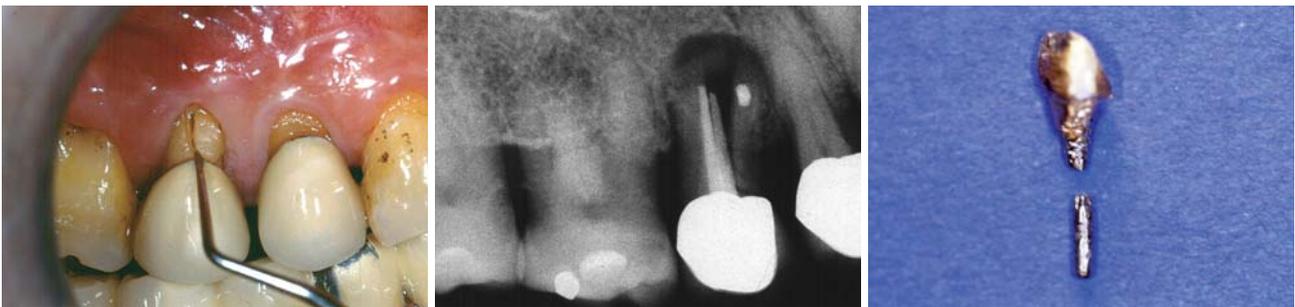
Es ist passiert. Sowohl klinisch ... – Abb. 2: ... als auch röntgenologisch steht es fest: Der Zahn hat eine Längsfraktur, er wurde durch den Stiftaufbau, „gesprengt“. – Abb. 3: Auch nicht besser: Stiftfraktur. Lunker? Stressfraktur!
